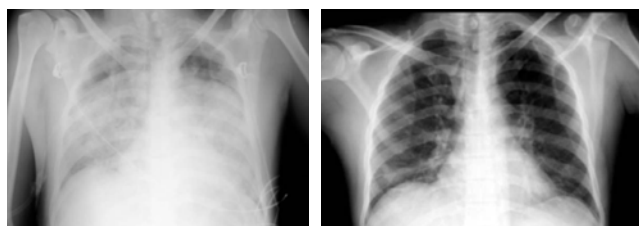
Telerradiografia anteroposterior tórax do 5.º dia, à esquerda, e ao 10.º dia de internamento, à direita.
